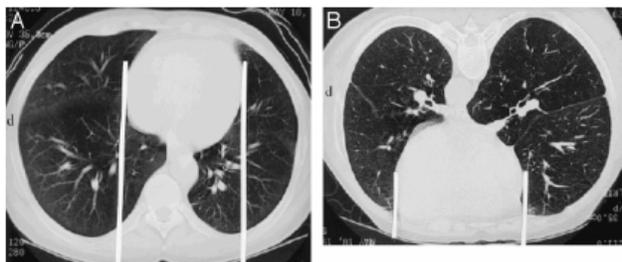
TAC de tórax paciente sano. Izquierda: posición supino donde el corazón reposa sobre gran parte del pulmón. Derecha: posición prona, donde el corazón reposa sobre el esternón. (Tomado de Fessler & Talmor, 2010).
